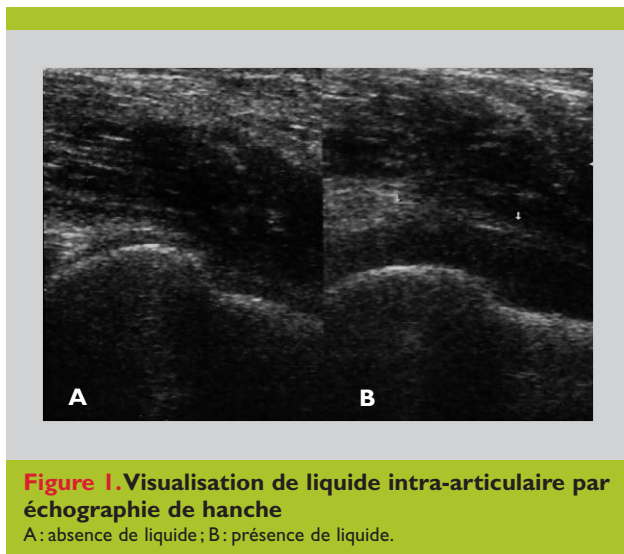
Visualisation de liquide intra-articulaire par échographie de hanche
